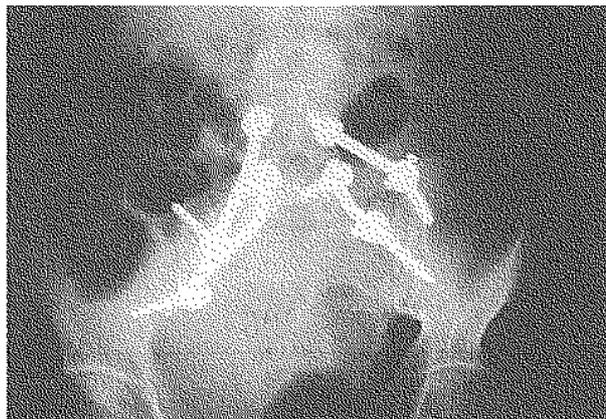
Radiographie du bassin du patient de la figure 1 à deux mois postopératoire, montrant la reconstruction par un montage lombo-iliaque et un greffon de péroné.
